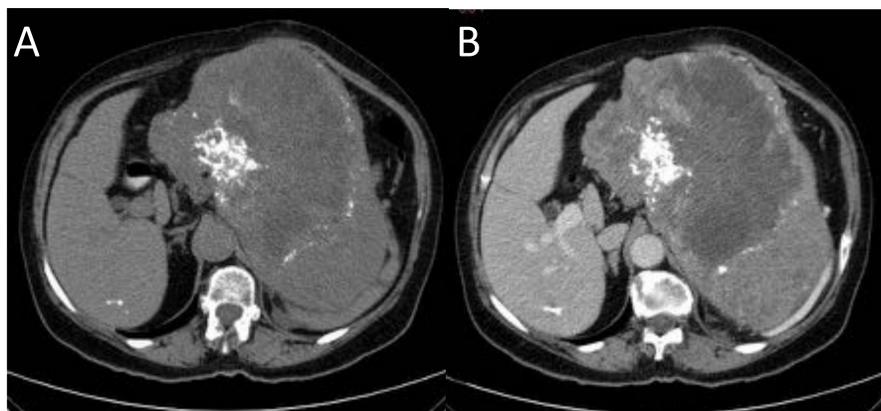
TC abdomen sin (A) y con (B) contraste intravenoso en el que se aprecia tumoración de gran tamaño con densidad heterogénea con una zona periférica sólida que realza con el contraste y un área de menor densidad central sin realce en relación con necrosis. También observamos la presencia de calcificaciones groseras.
